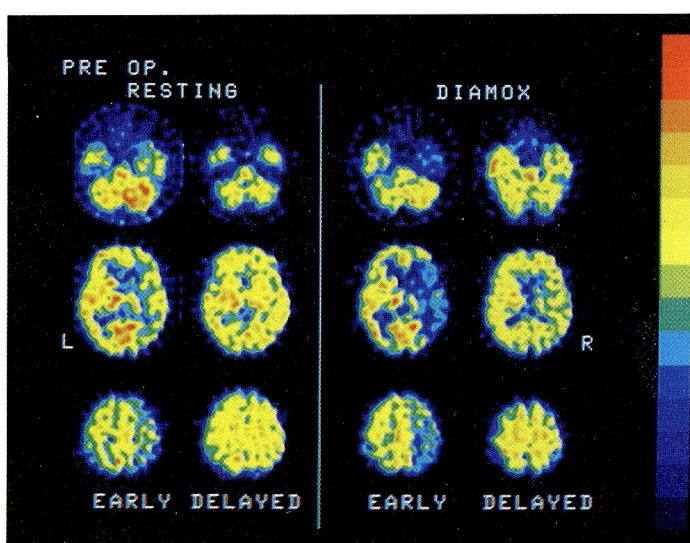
The resting and Diamox-activated I-123 IMP SPECT studies performed in a patient with occlusion of the right middle cerebral artery (chronic stage). A complete redistribution on the delayed image was noted under resting condition, and an incomplete redistribution on the delayed image was indicated under Diamox-activated condition.
